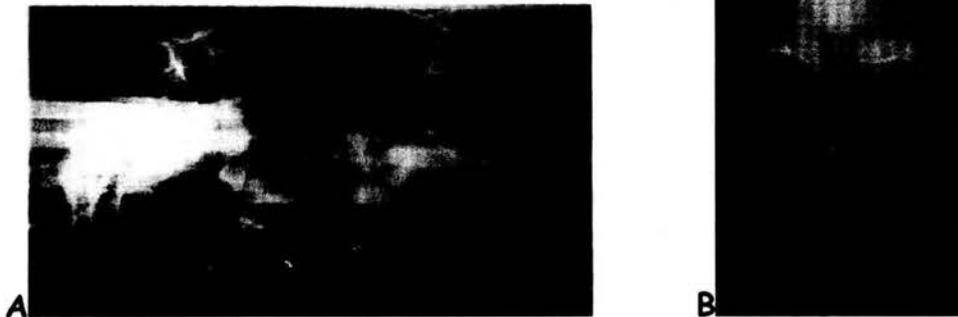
RADIOGRAFÍAS DE DIAGNÓSTICO
